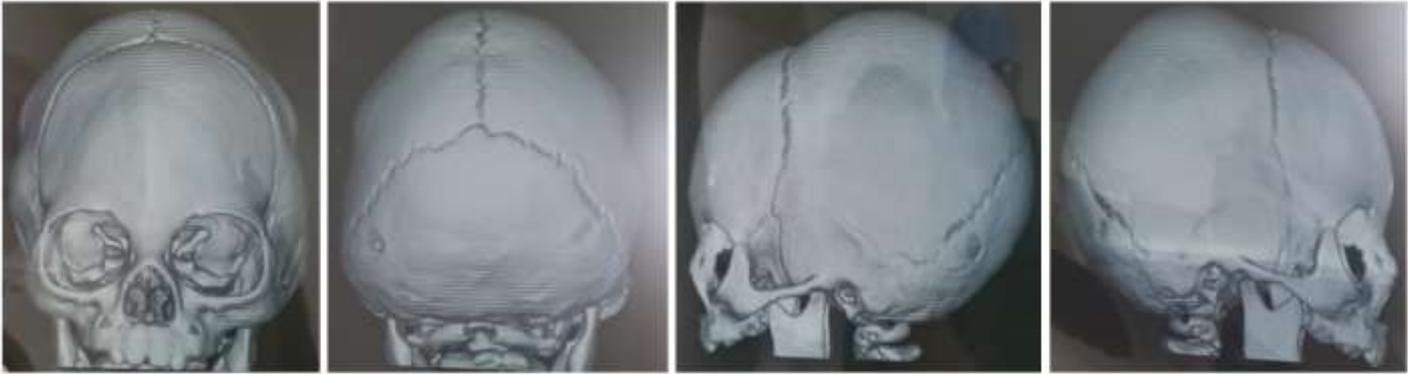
TDM cérébrale en 3D : aspect d'une trigonocéphalie
